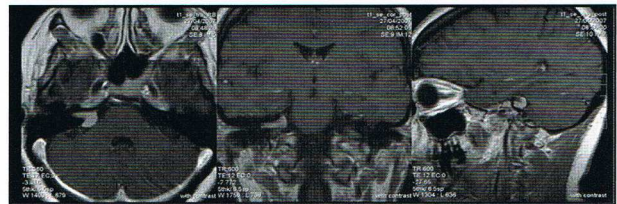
Exemple d'imagerie par RMN d'un neurinome de l'acoustique dans les trois plans. Image en T1 avec gadolinium.
